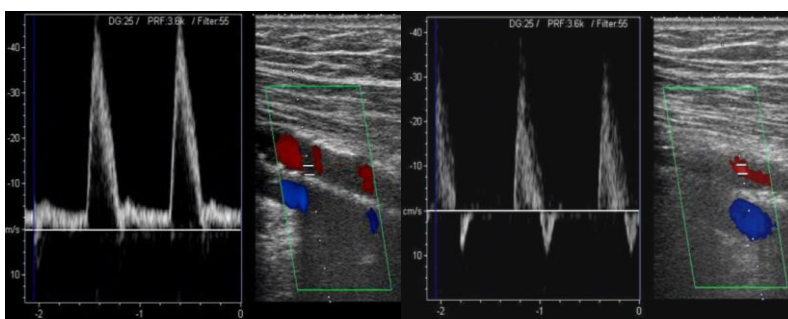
Cambios arteriales proximales a celulitis. Ecografía Doppler (color y pulsado) en vasos femorales. Izquierda: Elevación velocidad arterial y disminución de su resistencia en pierna con celulitis distal. Derecha: Flujo arterial trifásico normal en pierna sana.
